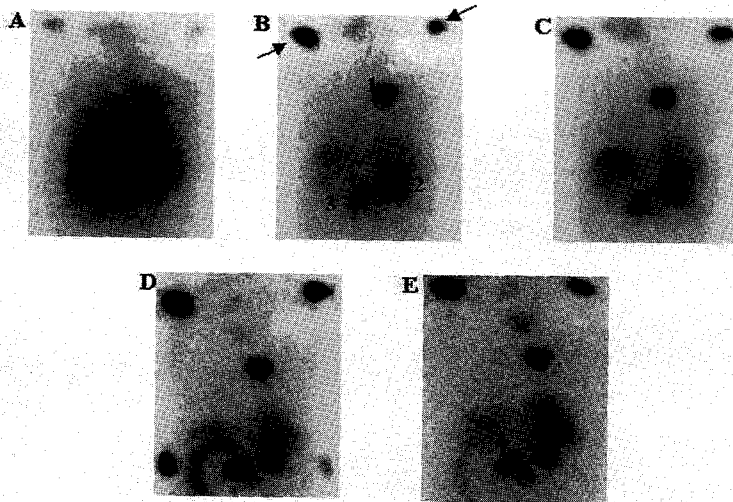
Posterior images of I-131 MIBG scintigraphy obtained 30 minutes (A), 16 hours (B), 24 hours (C), 64 hours (D) and 145 hours (E) after injection of 74 GBq of I-131 MIBG. Abnormal tracer uptakes were shown in mediastinum (1), right kidney (2) and paraaortic lymph node (3). Standard sources are located around shoulders (arrow).
